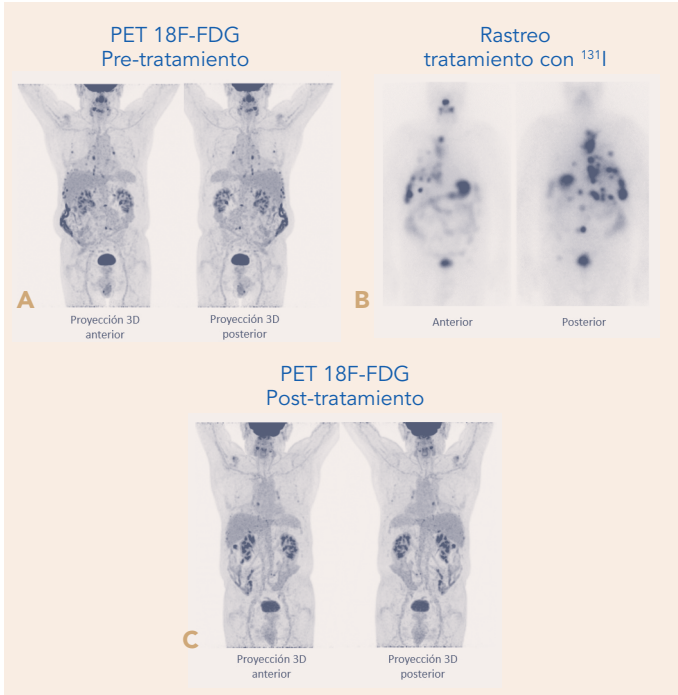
Carcinoma papilar, variante folicular, de tiroides con afectación a distancia (ósea, pleural y ganglionar). En el estudio PET con 18F-FDG realizado en abril 2015 (A) se observó progresión ósea, pleural y ganglionar mediastínica de la enfermedad (tiroglobulina 2.704 ng/ml). El rastreo corporal realizado tras la administración de 205 mCi de ¹³¹I en mayo de 2015 (B) muestra una elevada captación en las lesiones descritas en el estudio PET. En el PET con 18F-FDG tras el tratamiento (C) se aprecia una respuesta metabólica parcial (tiroglobulina 1.358 ng/ml).
